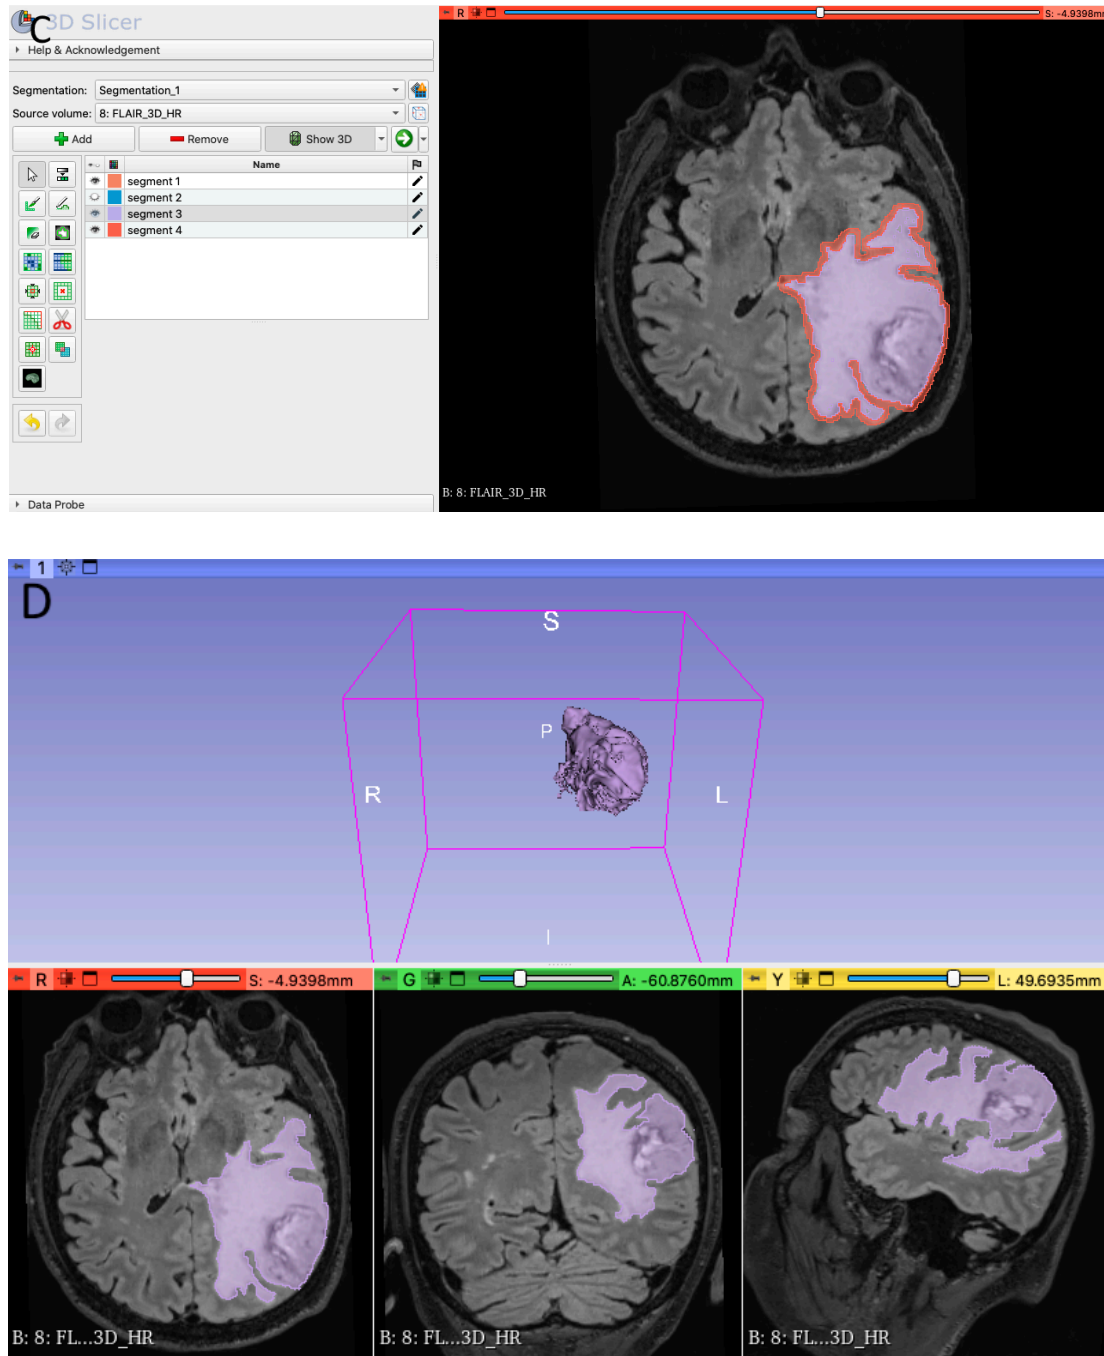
C, D. Esempio di segmentazione semi-automatica con 3D Slicer. Segmentazione sul piano assiale dell'iperintensità patologica FLAIR dello stesso glioblastoma mostrato in A e B (C). A partire dalla segmentazione 2D, eseguita sui 3 piani assiale, coronale e sagittale, si ottiene in maniera automatizzata il modello 3D (D).
